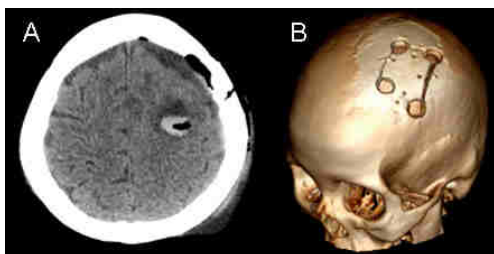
Tomografía de control A. corte axial, se observan cambios postquirúrgicos en el lecho quirúrgico y B. reconstrucción 3D donde se observa la craneotomía frontoparietal izquierda.
